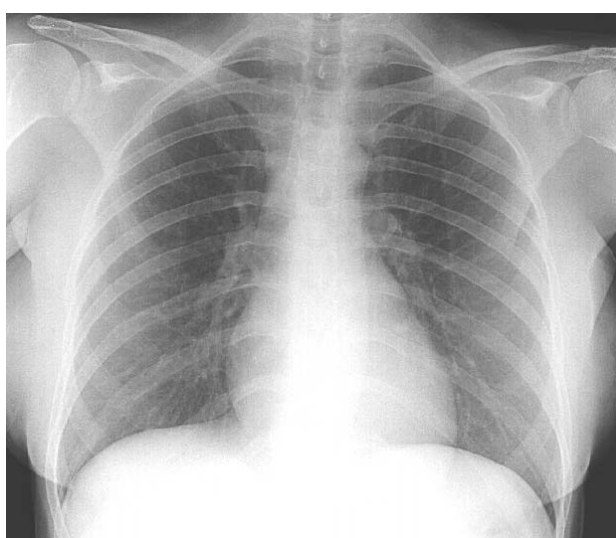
Radiografía de tórax al alta. Normal.
